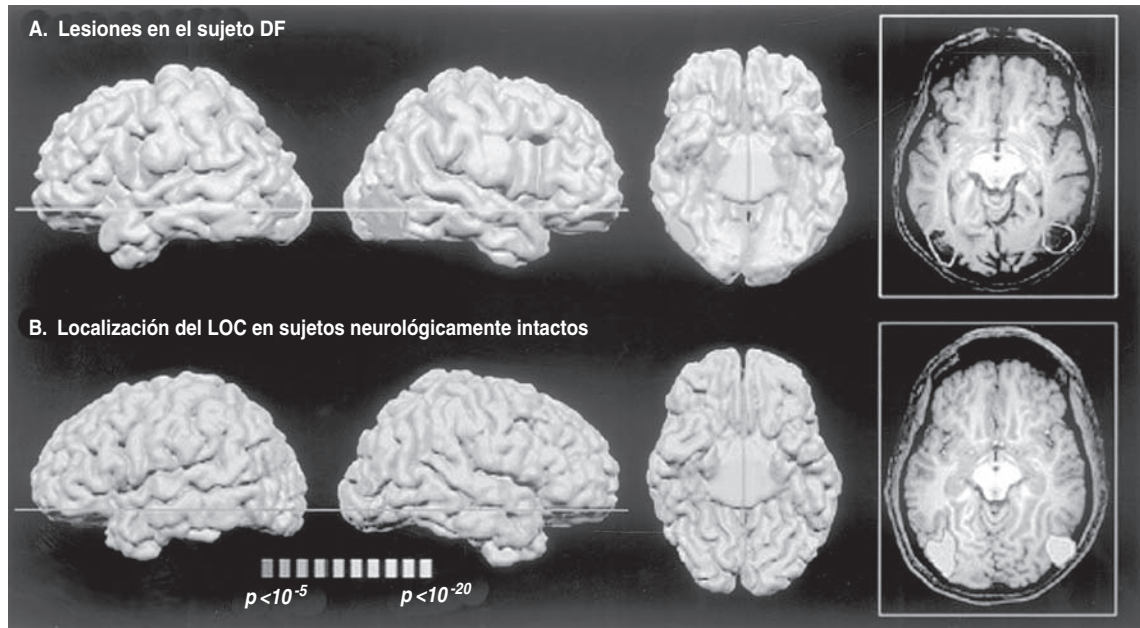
Se comparan las lesiones en la corriente visual ventral de una paciente con agnosia visual (sujeto DF) con la región esperada (complejo occipital lateral) para el reconocimiento de objetos. A) Lesiones en el sujeto DF. Sus lesiones se exploraron en cortes que indicaban un daño a los tejidos y aparecieron en azul pálido (ver lámina de color) en la superficie pial. Se muestran las vistas laterales de los hemisferios izquierdo y derecho, lo mismo que una vista ventral de la parte inferior del cerebro. B) La ubicación esperada del complejo occipital lateral sobre la base de una imagen por resonancia magnética funcional pertenece a siete pacientes neurologicamente intactos. La activación del corte se muestra en color anaranjado en el panel A en la lámina de color para fines de comparación con las lesiones en el cerebro de la paciente DF. (Reproducida con autorización de Oxford University Press, James et al., 2003.) Ver lámina de color al final del capítulo 12.
